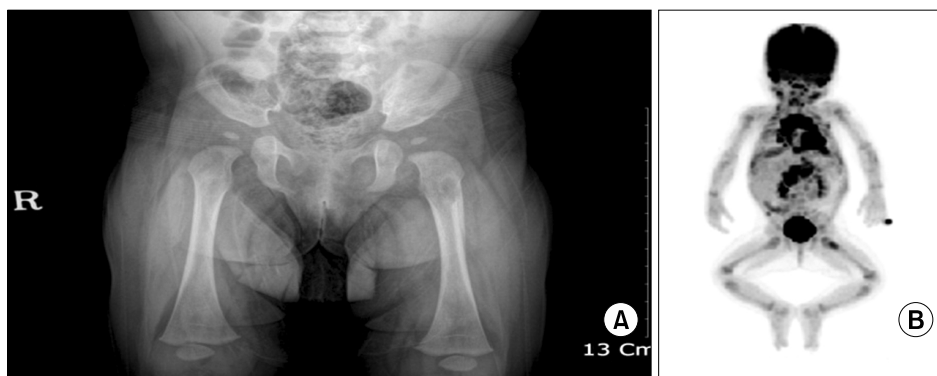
2 months after splenectomy, simple X-ray showed the destructive change by histiocytosis in left ischium, left supraacetabular area of left iliac bone, right distal femur and both proximal femur and the periosteal reaction by pathologic fracture in left femur shaft and left proximal femur (A). FDG PET scan newly appeared multiple bone uptakes in bones (including skull, spine, rib and femur), Left lower lobe of lung, mediastinal, abdominal lymph nodes and right diaphragmatic crus (B).
